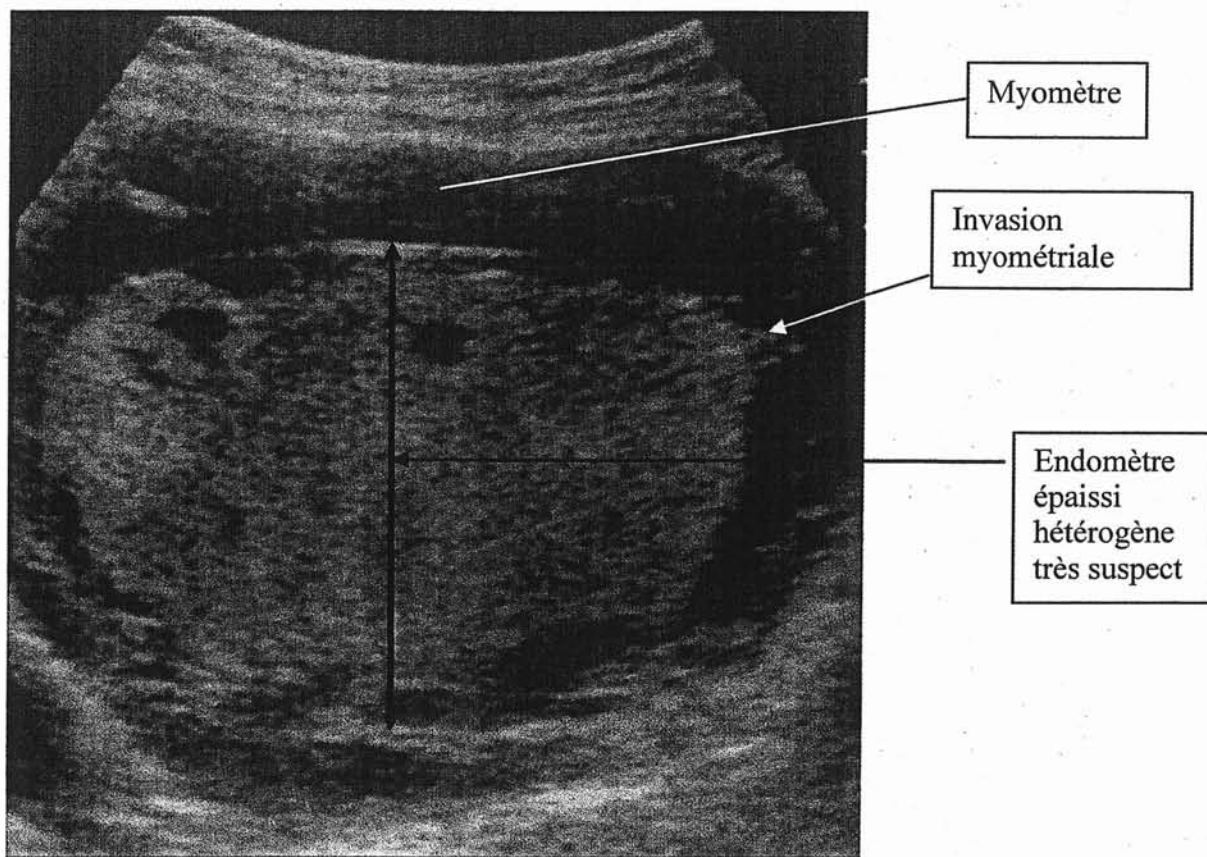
Aspect échographique du cancer de l'endomètre. Envahissement du myomètre. Diminution de l'épaisseur du myomètre en regard de la lésion par rapport au myomètre à distance
